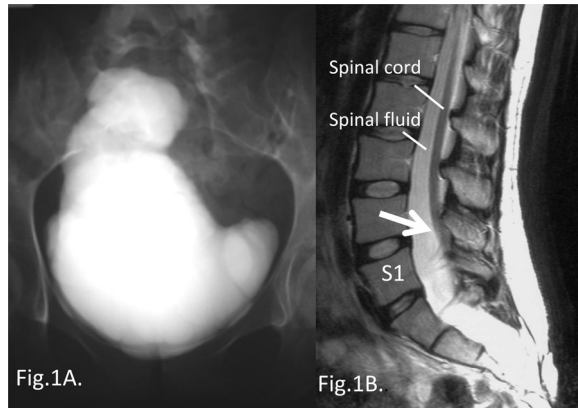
Case 1: A) Cystography shows severe deformity of the bladder. B) Sagittal T2-weighted MRI shows low placed conus medullaris (white arrow).
